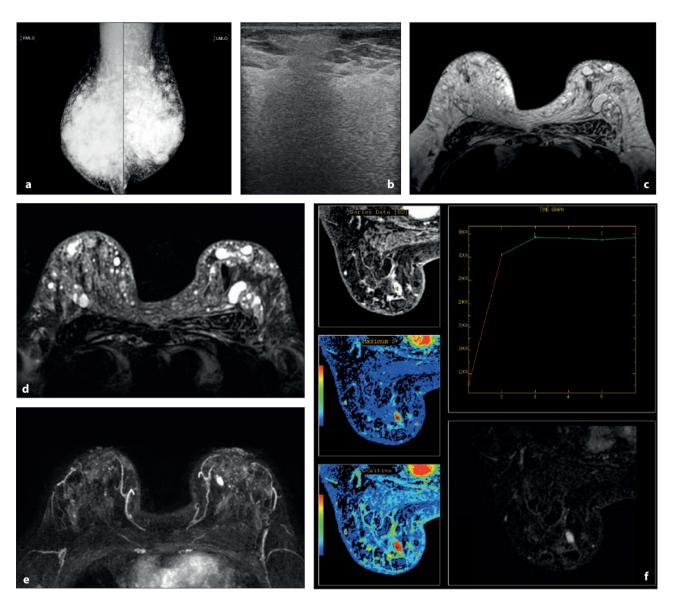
Paciente con antecedentes de inyección de silicona líquida que consulta por endurecimiento, deformación y masas palpables. a Mamografía. Múltiples siliconomas bilaterales, algunos con contornos calcificados. Migración a vasos linfáticos axilares. b Ecografía. Granuloma superficial en región axilar y signo de tormenta de nieve que afecta planos superficial y profundo. c RM. Secuencia T2, se identifican siliconomas isointensos e hiperintensos con la grasa. En la MI nódulo hipointenso, sólido. d RM. Secuencia "solo silicona", siliconomas en todo el parénquima mamario, se reconoce migración a las axilas y pectorales. e RM. Reconstrucción MIP sobre la sustracción en la secuencia dinámica (con contraste). Se observa realce nodular ovoide y de borde neto en CSI de la mama izquierda no reconocido en los métodos convencionales. Nótese que los siliconomas no interfieren en la imagen. f RM. Interpretación de la imagen hallada: Nódulo de bordes netos, que realza con el contraste endovenoso. Presenta septos hipointensos en su interior y una curva de captación en meseta. Hallazgos característicos de un fibroadenoma.
